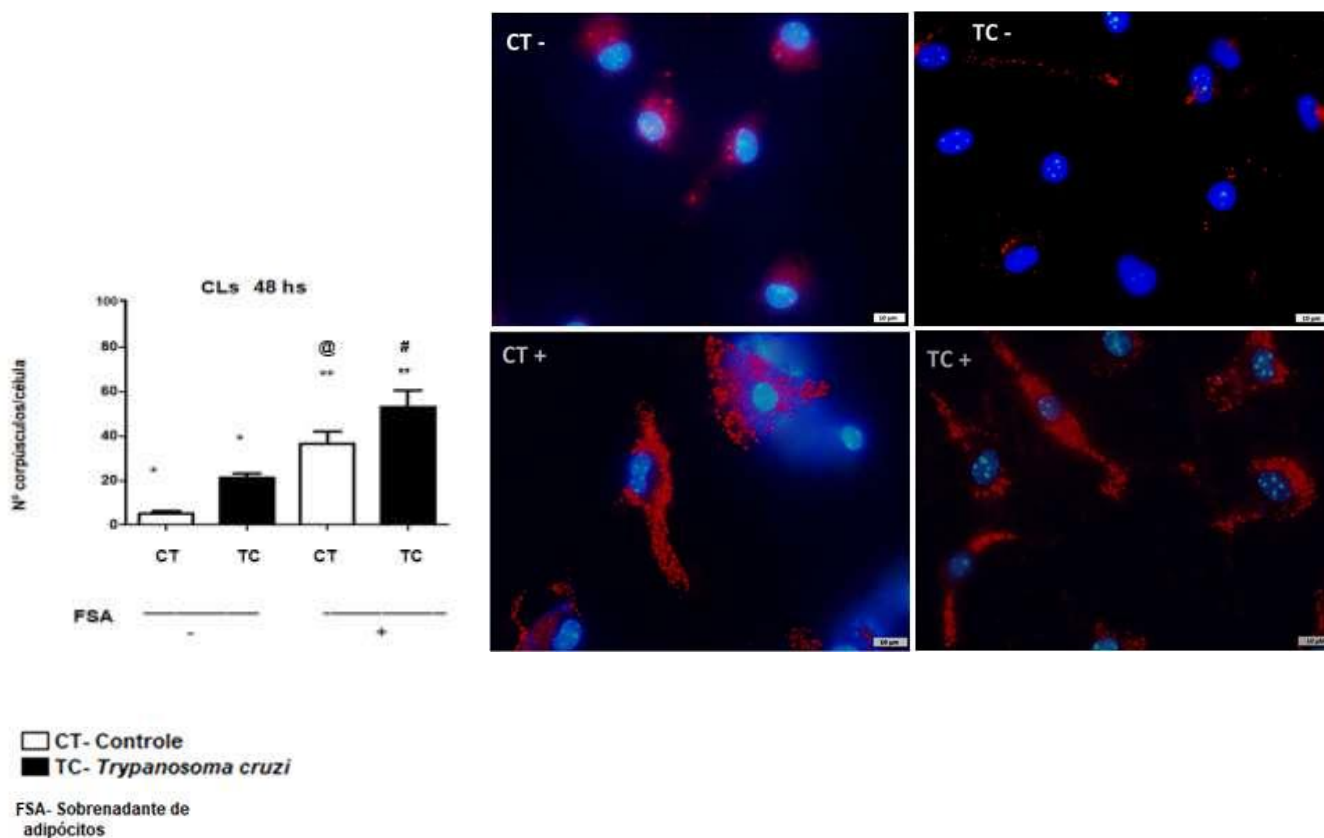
Biogênese de Corpúsculos Lipídicos em macrófagos infectados ou não por *Trypanosoma cruzi*, estimulados (+) ou não com sobrenadante de adipócitos (-) após 48 h. O estímulo com sobrenadante é indicado com sinal +. (*) Indica diferença significativa do grupo infectado (TC -) em relação ao grupo controle (CT -). () Indica diferença significativa entre o grupo infectado (TC+) e o grupo controle (CT+). (@) Indica uma diferença significativa entre o grupo (CT+) e (CT-). (#) Indica uma diferença significativa entre o grupo (TC+) e (TC-). As colunas representam a média \pm erro padrão de três experimentos consecutivos, sendo as diferenças significativas para $p \leq 0,05$. As imagens foram obtidas por microscópio de fluorescência e a análise da formação de CLs foi feita após coloração com OilRed O, contra-coloração do núcleo com DAPI, aumento de 100X.
